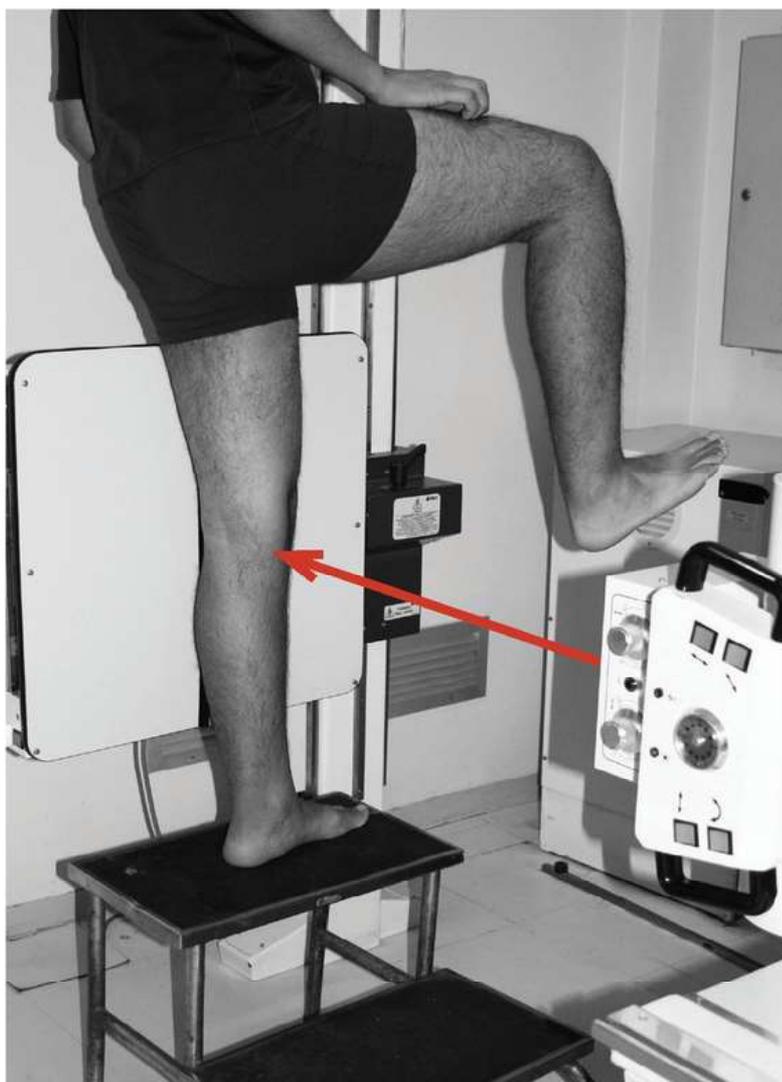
Face lateral do joelho radiografado na LCE, tendo apoio monopodálico. Estruturas mostradas: fêmur, patela, tíbia, fíbula e articulações.
